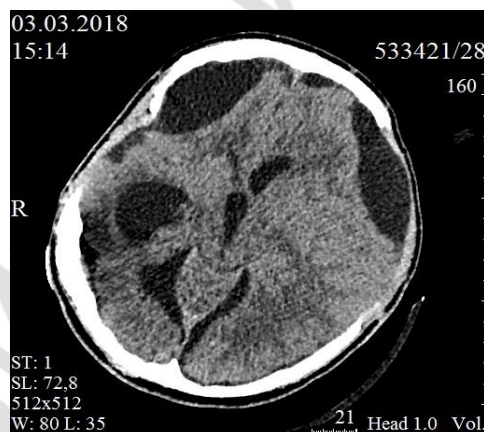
Компьютерная томограмма пациента Т. до дренирования
